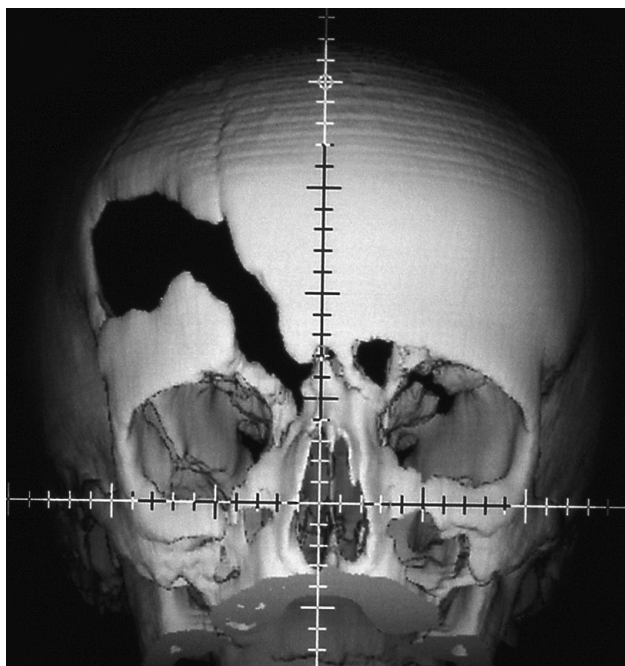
Рентгенограмма больной Д., 19 лет, с диагнозом: дефект правой половины чешуи лобной кости, дефект и деформация верхней и нижней стенок правой глазницы, ящикообразное смещение правой глазницы вниз, дефект передней половины ситовидной пластинки, разрушение передних клеток решетчатого лабиринта и стенок правой лобной пазухи, деформация правого скулоальвеолярного гребня
